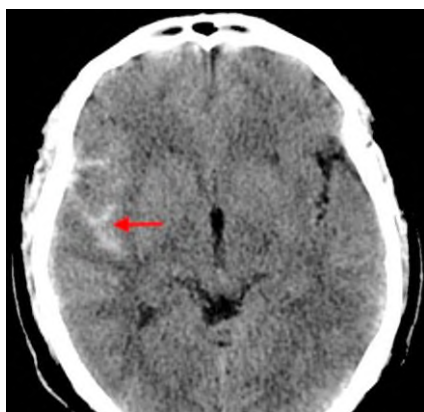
Кровь в субарахноидальных ликворных пространствах справа. Компьютерная томография [В.Н. Вишняков, 2023]
